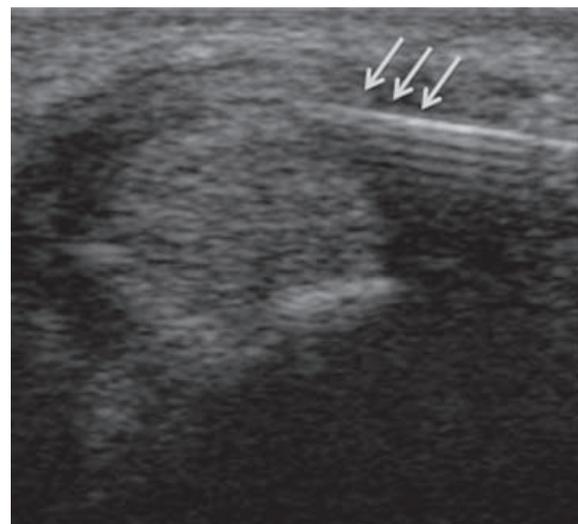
Infiltration sous échographie. Repérage axial avec aiguille en place sous le rétinaculum.
